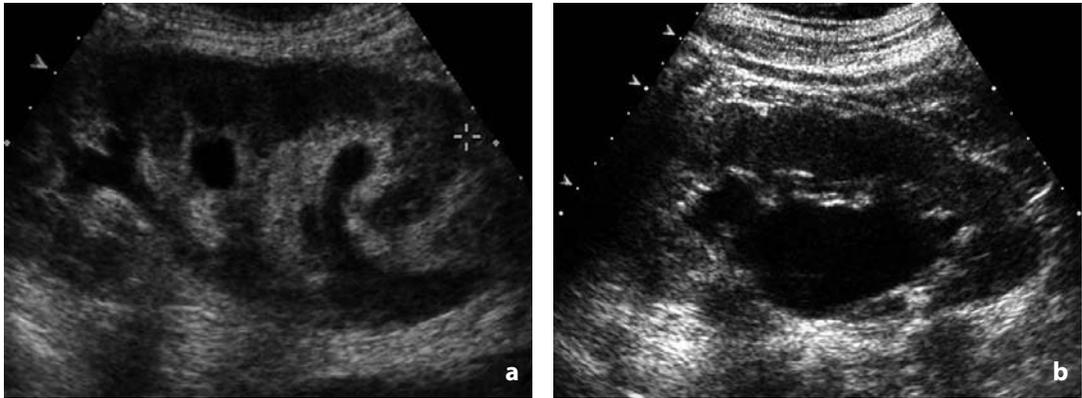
Ecografia. Neoplasia ureterale. In questi due pazienti la presenza di neoplasia ureterale si manifesta attraverso i segni indiretti dell'ipotonica calico-pielica (a) e dell'idronefrosi (b)
